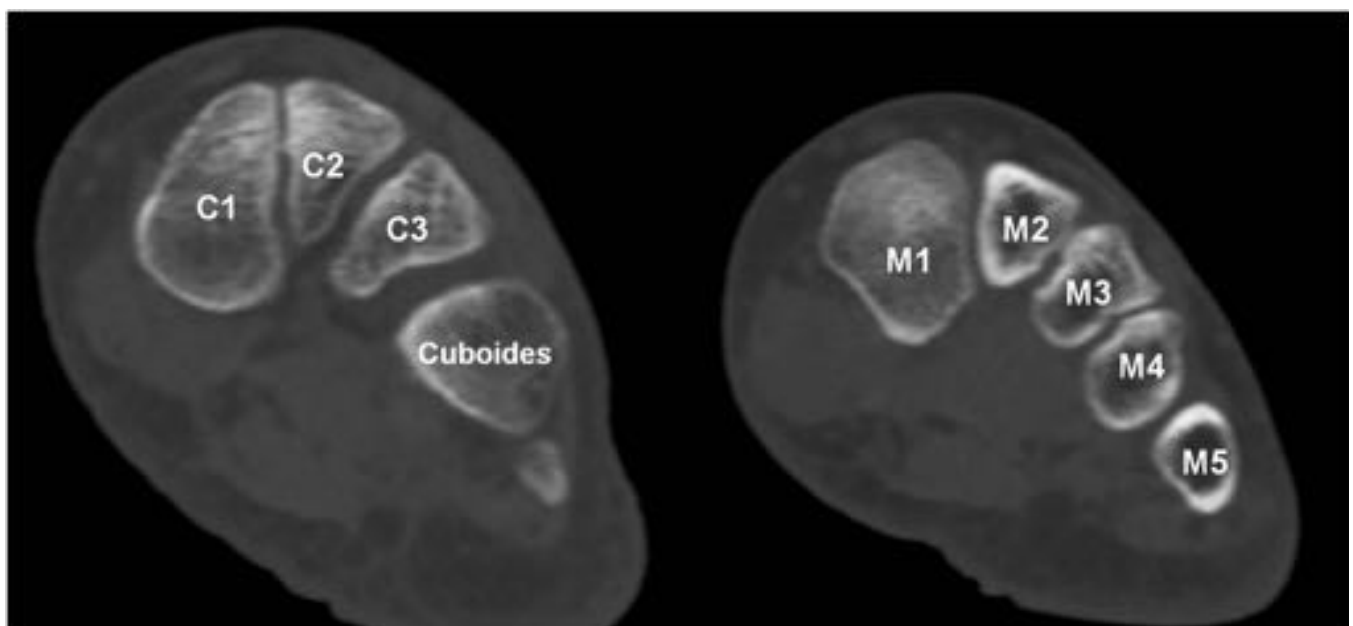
TAC en eje corto o coronal del pie. morfología trapezoidal de las cuñas y base tres primeros metatarsianos
